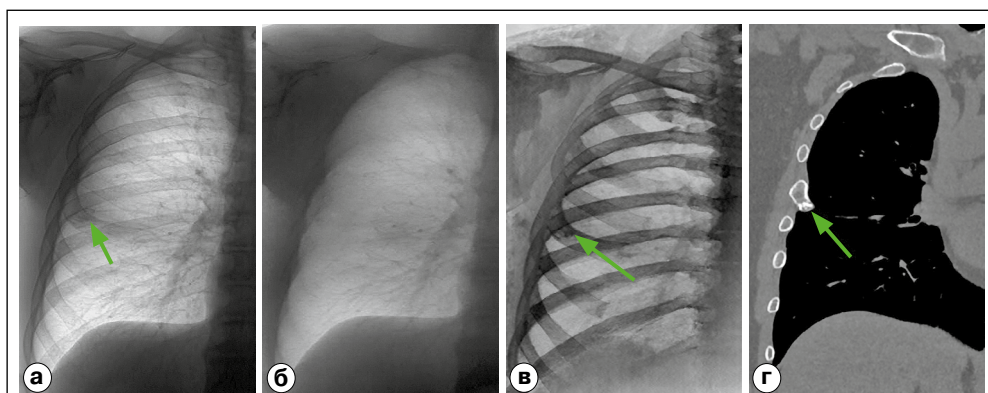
а) стандартная рентгенограмма, б) РИМТ, в) реконструированное изображение костной ткани (РИКТ), г) компьютерная томограмма (костное окно). На стандартной рентгенограмме в 4-м межреберье справа определяется округлая тень, субстратом которой является образование переднего отрезка 5-го ребра, наиболее вероятно – остеохондрома (стрелки). Данное образование не определяется на мягкотканном изображении, при этом отчетливо прослеживается при выполнении костного режима.
